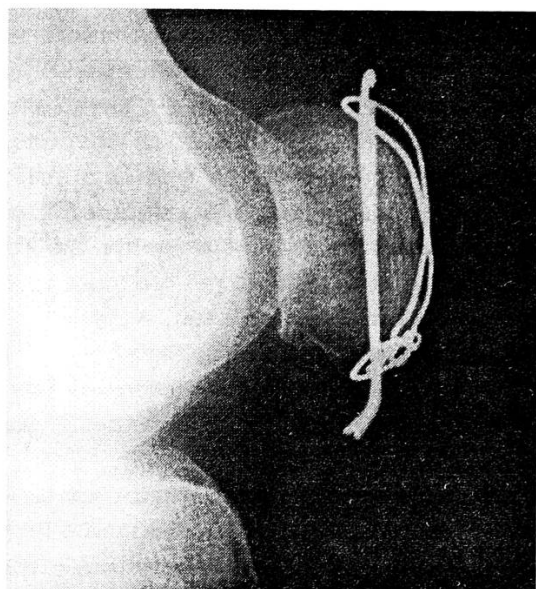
Рентгенограмма больного после оперативного лечения.
